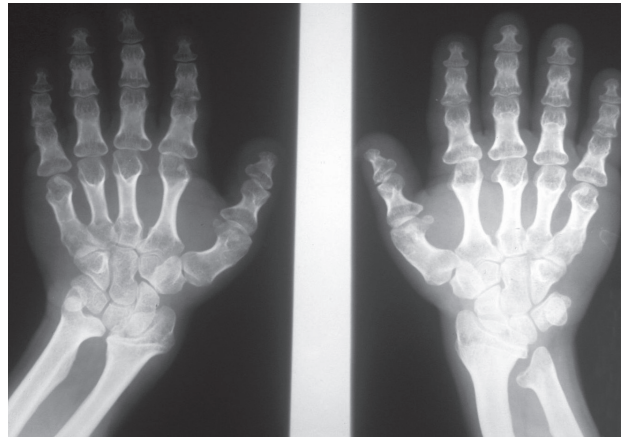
Radiografías de muñeca y mano. Acortamiento del cúbito, radio curvo, metacarpianos y falanges cortos y gruesos.
